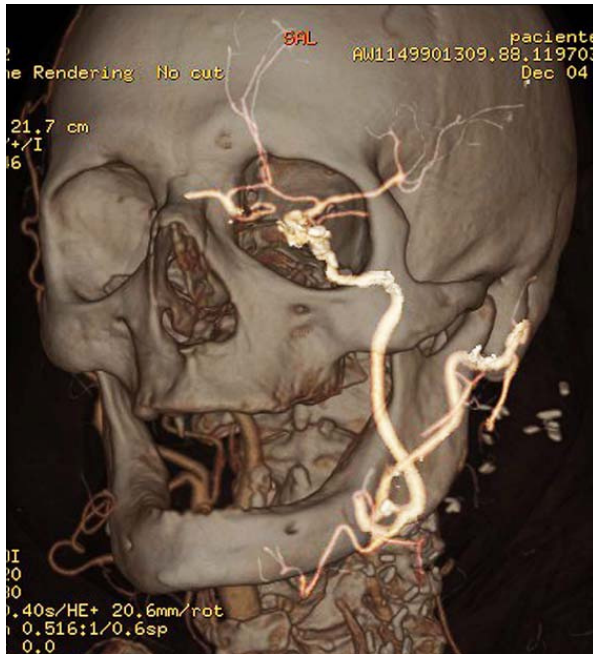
Angio-TC de 64 coronas al mes de seguimiento, que muestra perfusión de la arteria carótida interna a través de la arteria carótida externa.
